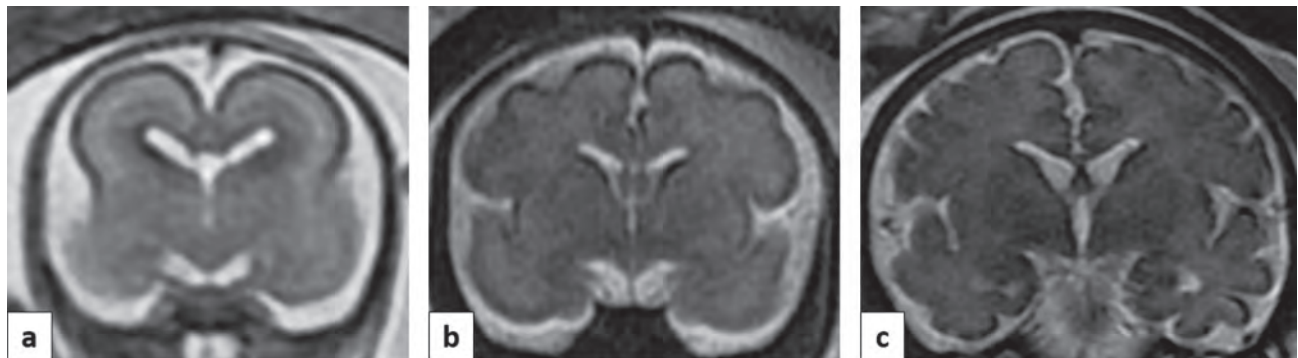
МРТ головного мозку плодів людини: а – 20 тижнів гестації, б – 30 тижнів гестації, с – 39 тижнів гестації.
